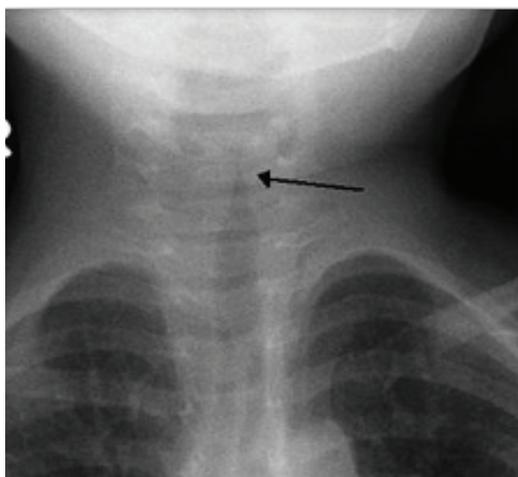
Radiografía postero-anterior indicando un estrechamiento subglótico. Signo del campanario
